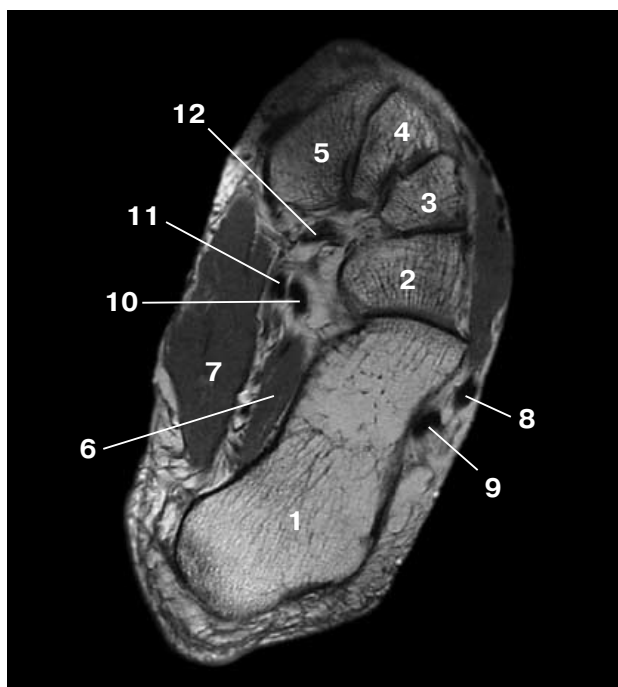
T1-аксиальная МР-томограмма на уровне трех клиновидных и кубовидной костей. 1 – пяточная кость, 2 – кубовидная кость, 3 – латеральная клиновидная кость, 4 – средняя клиновидная кость, 5 – медиальная клиновидная кость, 6 – *m. abductor hallucis*, 7 – *m. quadratus plantae*, 8 – *tendo m. peroneus brevis*, 9 – *tendo m. peroneus longus*, 10 – *tendo m. flexor digitorum longus*, 11 – *tendo flexor hallucis longus*, 12 – *tendo m. tibialis posterior*.
